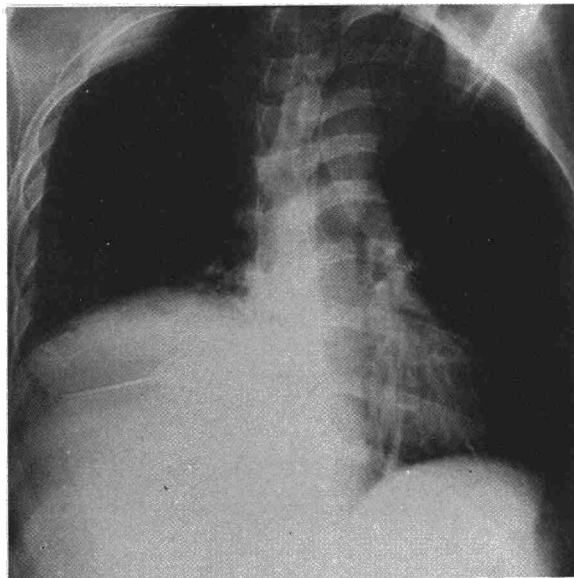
Radiografía de tórax en la que se aprecia elevación del hemidiafragma derecho con pequeño derrame pleural.
